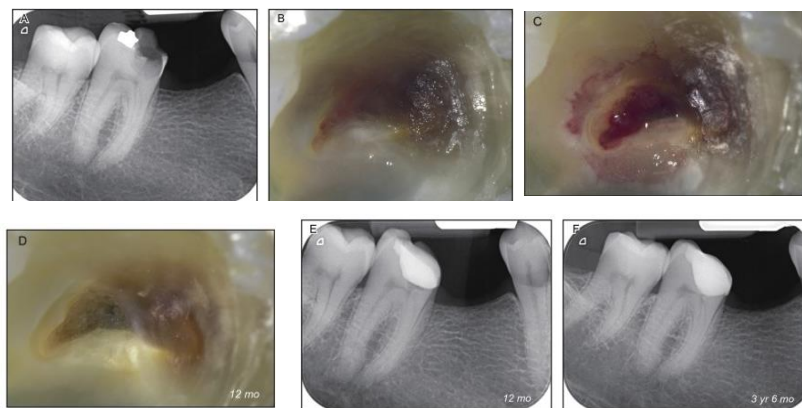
A) Radiografía inicial. B) Tejido avascular presente en el cuerno mesial. C) Herida después de pulpotomía y hemostasia. D) Después de 12 meses con tejido mineralizado. E) Seguimiento Radiográfico de 12 meses, antes de la reapertura. F) Seguimiento de 3.6 años, periapicalmente normal. El diente respondió positivamente a las pruebas de sensibilidad ¹⁴.
